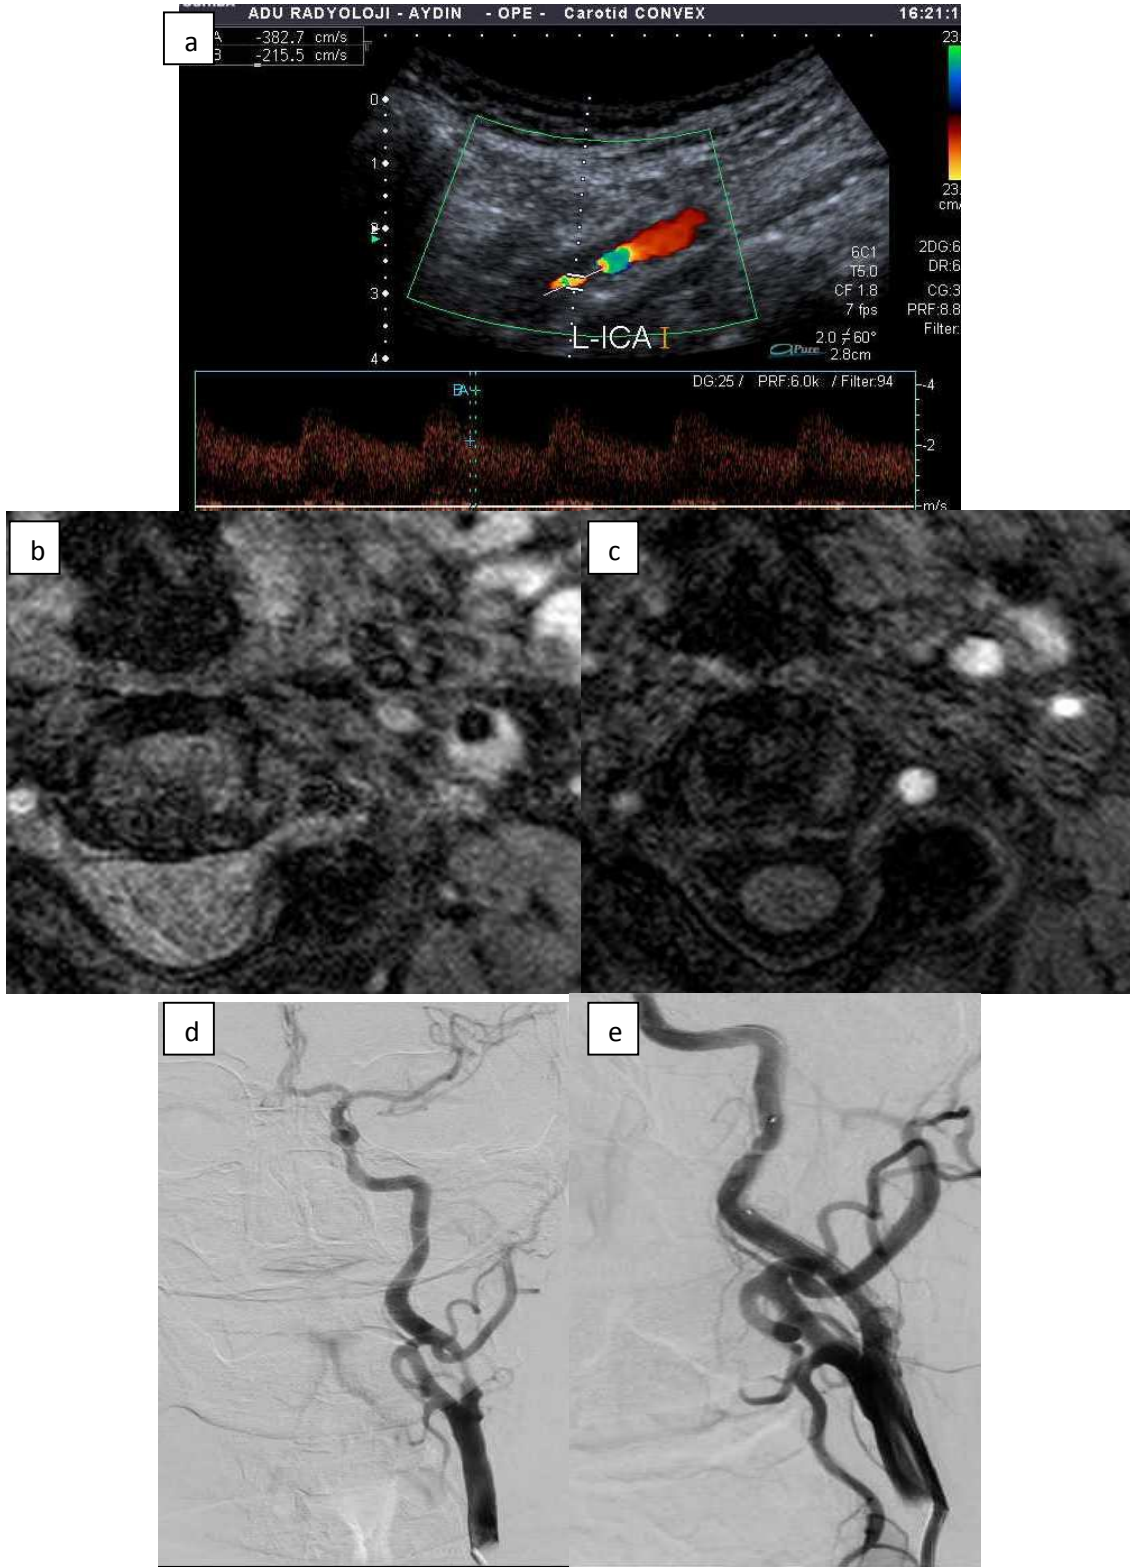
(Olgu 18) a. USG sol ICA da total oklüzyona yol açan fibrofatty plak b,c: PD ve T1A da sol ICA lümeninde hiperintens trombüs materyali
